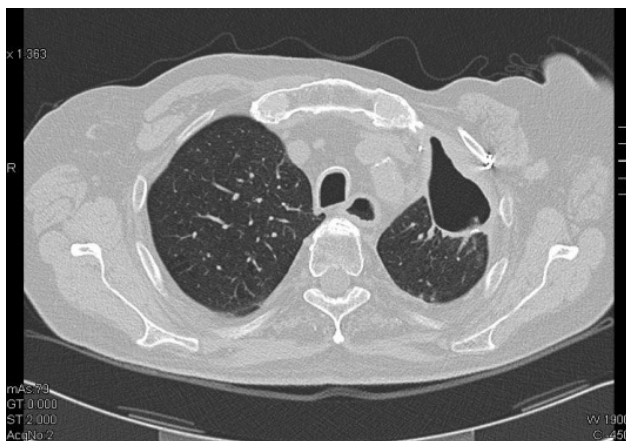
TC torace 2009-Cavo aereo residuo
